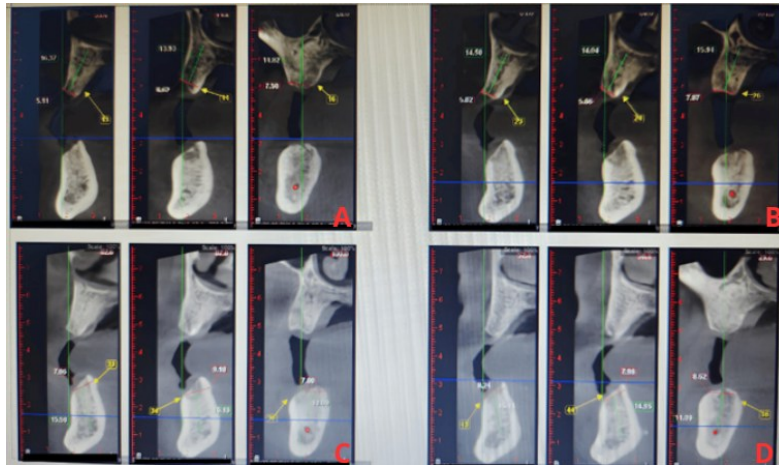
Exemplo de análise de CBCT antes da colocação dos implantes. Reproduzido a partir de Minase et al. (37).
